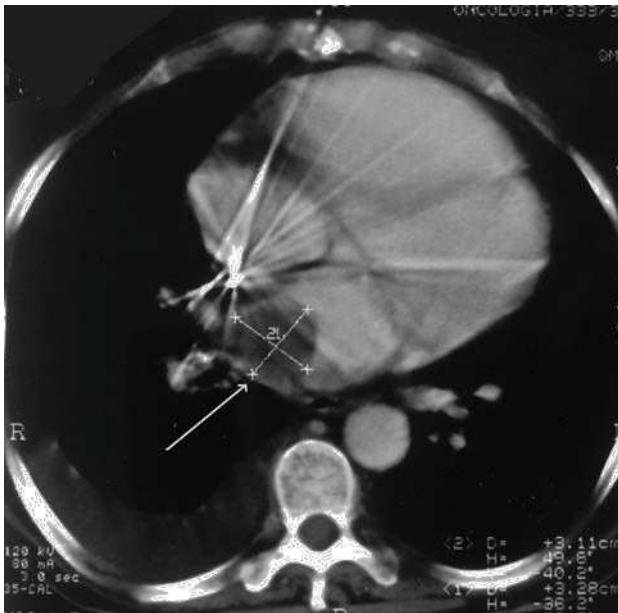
Tomografía computarizada torácica en la que se observa una zona de hipodensidad que corresponde a la masa tumoral situada en la aurícula izquierda.
